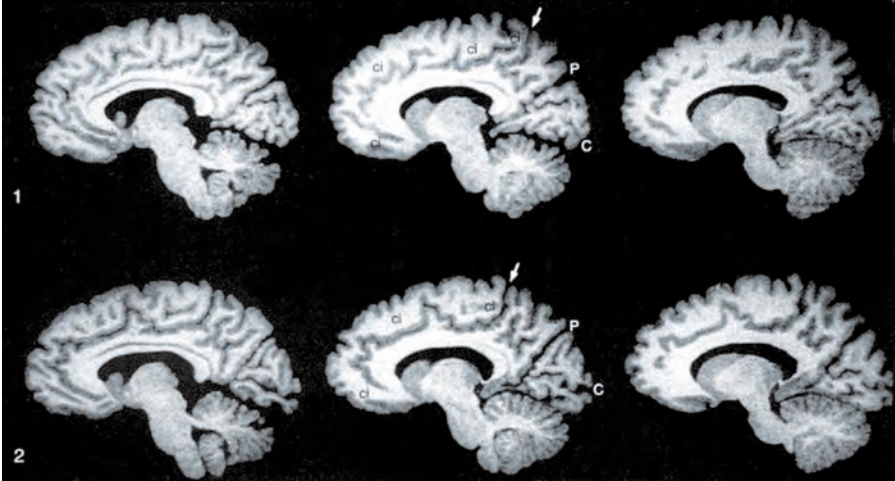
MRI-scan van een eenige tweeling. Tussen de P en de pijl heeft het bovenste kind drie hersenwindingen en het kind daaronder vier (Steinmetz et al., 1994). Het patroon van hersenwindingen en -groeven ontstaat voornamelijk in de laatste drie zwangerschapsmaanden. De oorzaak van deze niet-genetische verschillen moet zich dus in deze periode hebben gemanifesteerd.
